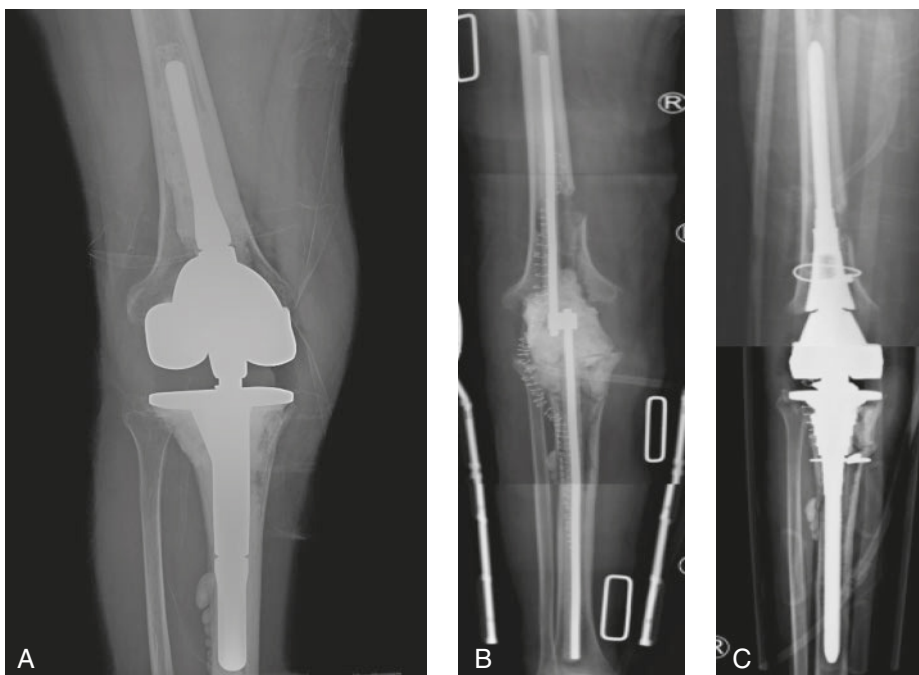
A. La radiografía preoperatoria de la rodilla muestra el hundimiento de ambos componentes protésicos con pérdida ósea extensa, después de varias cirugías de revisión. B. Radiografía de la rodilla después de la retirada de la prótesis infectada y colocación de un espaciador articulado con antibiótico y vástagos. Nótese la abundante cantidad de cemento con antibiótico utilizada para distalizar el implante femoral. C. Radiografía de la rodilla tras la cirugía de revisión con restablecimiento de la interlínea articular.
